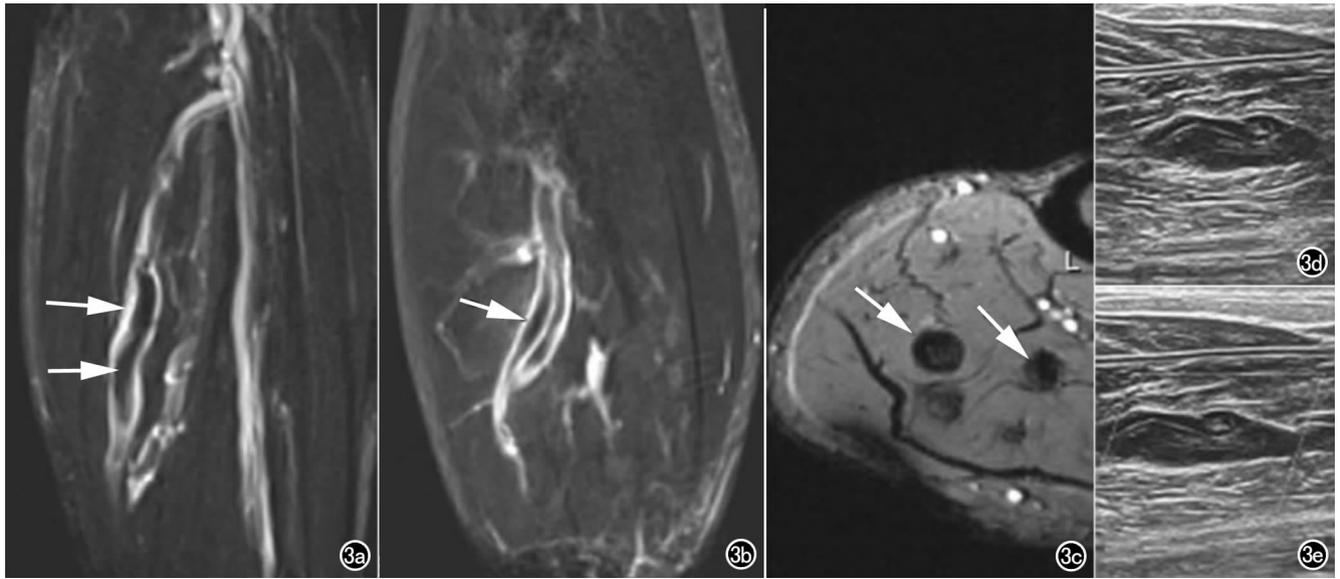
患者,男,67岁,左侧小腿肿胀。a) SPACE显示左侧小腿深静脉内的低信号血栓(箭),血栓位置管腔不全闭塞,尚有血流通; b) 在扩张的胫后静脉的属支内显示血栓(箭); c) 在 T_2^* -mapping图像上见到多个低信号的结节影(箭),表示血栓具有顺磁性; d) 超声示胫骨后静脉扩张; e) 加压超声证实血栓的存在。
